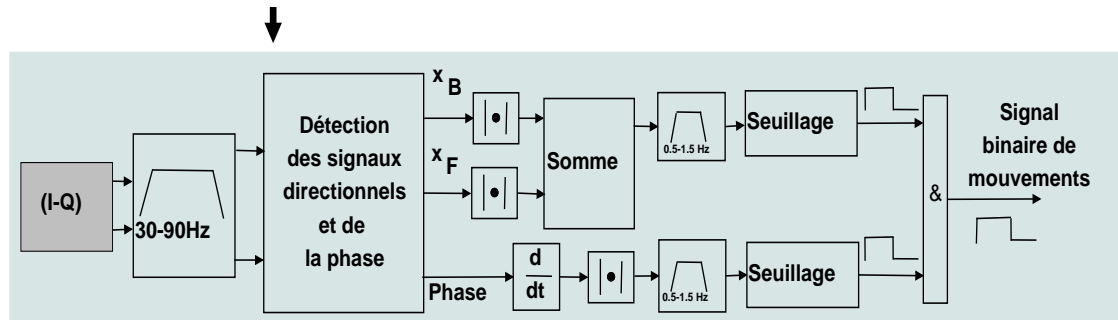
Principe de détection des mouvements sur un signal Doppler.
